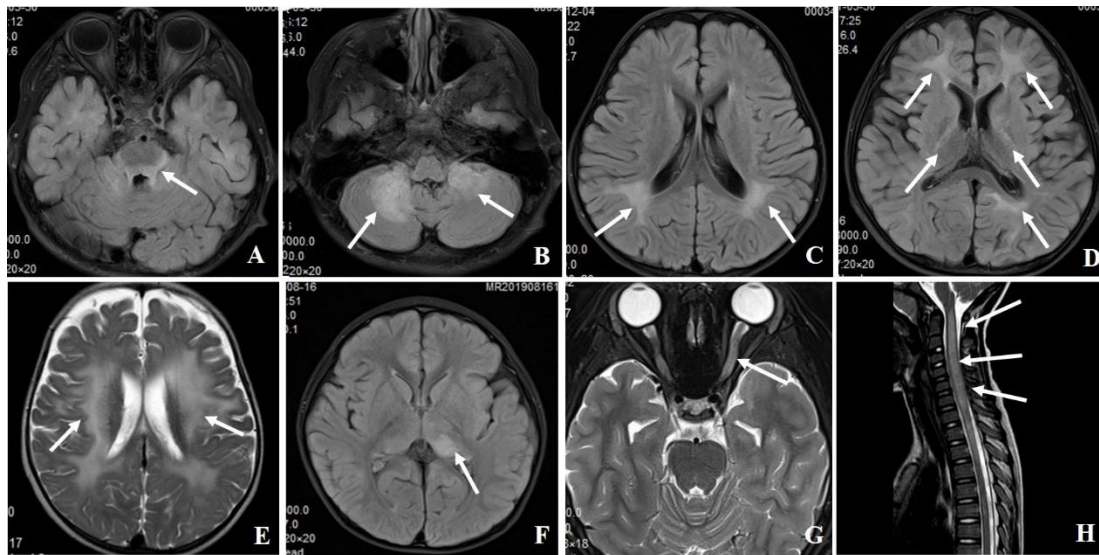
MOGAD 的 MRI 表现。病变可位于脑干(A), 双侧小脑(B), 顶叶白质(C), 内囊后肢及脑室旁(D), 皮质旁白质(脑白质营养不良样)(E), 丘脑(F), 视神经(G), 脊髓(H)。
